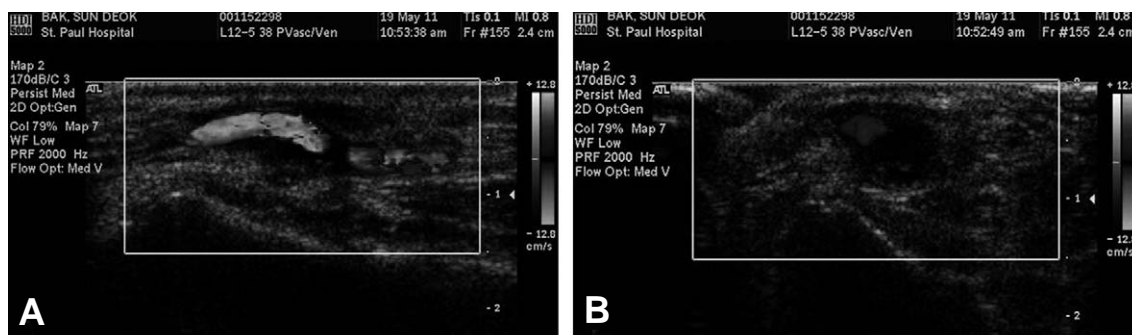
Preoperative Doppler sonography showed ill-defined hypoechoic lesion adjacent to the radial artery. (A) The longitudinal section. (B) The cross section.
